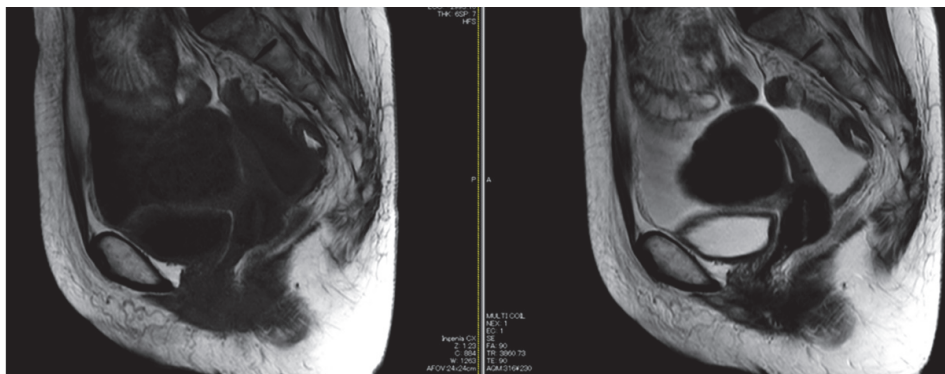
骨盤部 MRI 子宮には6 cm 大の子宮筋腫を認める以外に明らかな異常は認めず, びまん性の腹膜肥厚が確認できたが, 原発と考えられる病変は認めなかった。
